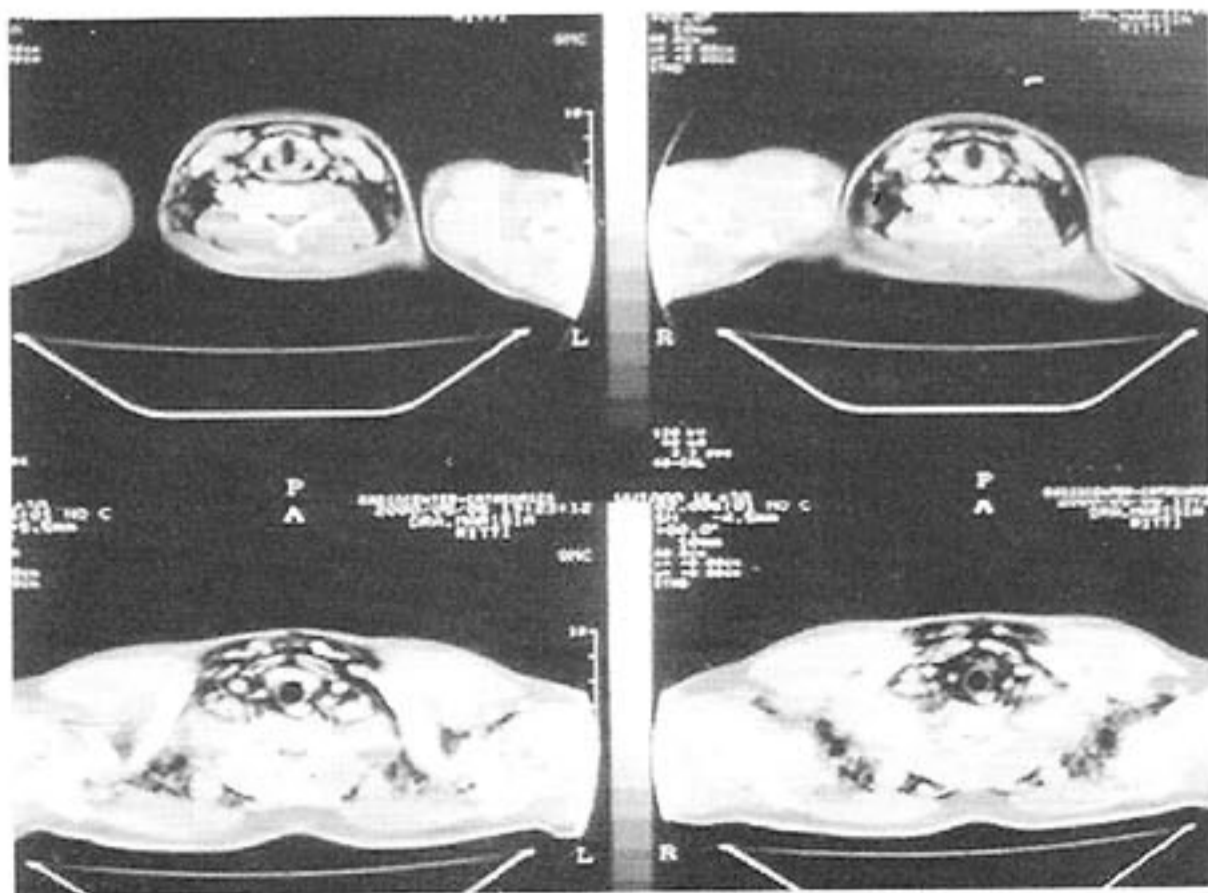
Tomografia computadorizada da região cervical: enfisema subcutâneo difuso.
